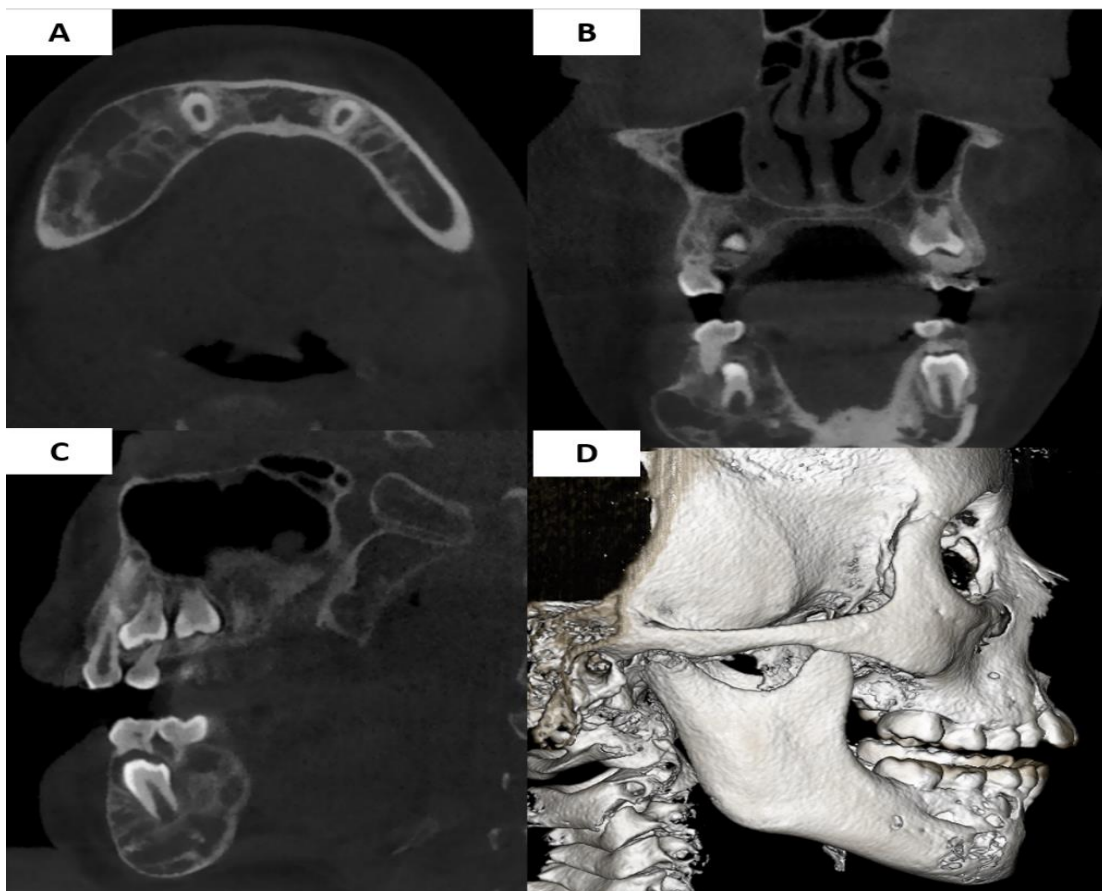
Imagenología Tomografía Computarizada A, B y C: Corte axial, coronal y sagital lesión densidad mixta poco delimitada, infiltra, expande y adelgaza corticales óseas vestibulares y linguales desde la mitad del cuerpo mandibular a la base C: Reconstrucción en 3D. FUENTE DIRECTA
